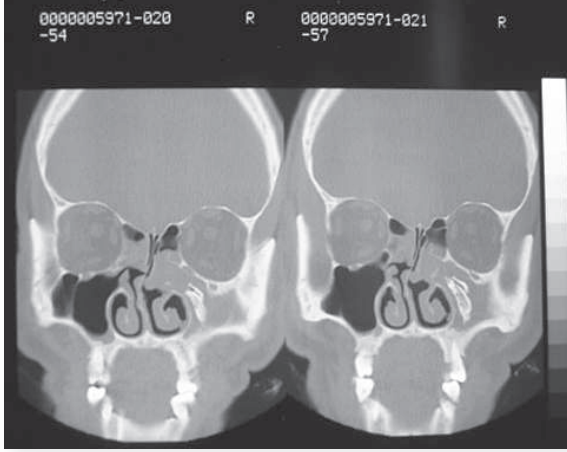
Birinci vakanın preoperatif bilgisayarlı tomografi görüntüsünde, sağ maksiller sinüs içerisinde polipoid kitle ile çevrili antrolit görülmektedir. Bu kitlenin orta meatustan nazal kavite içerisine uzanım gösterdiği dikkati çekmektedir.
